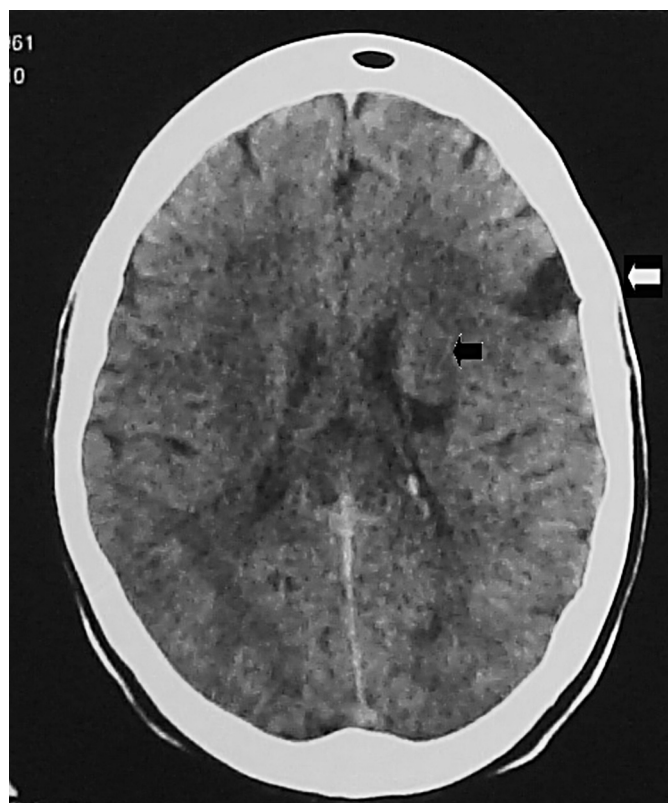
Tomografia computadorizada de crânio com área de encefalomalácia no lobo frontal esquerdo (seta branca) e infarto lacunar na coroa radiada esquerda (seta preta).
